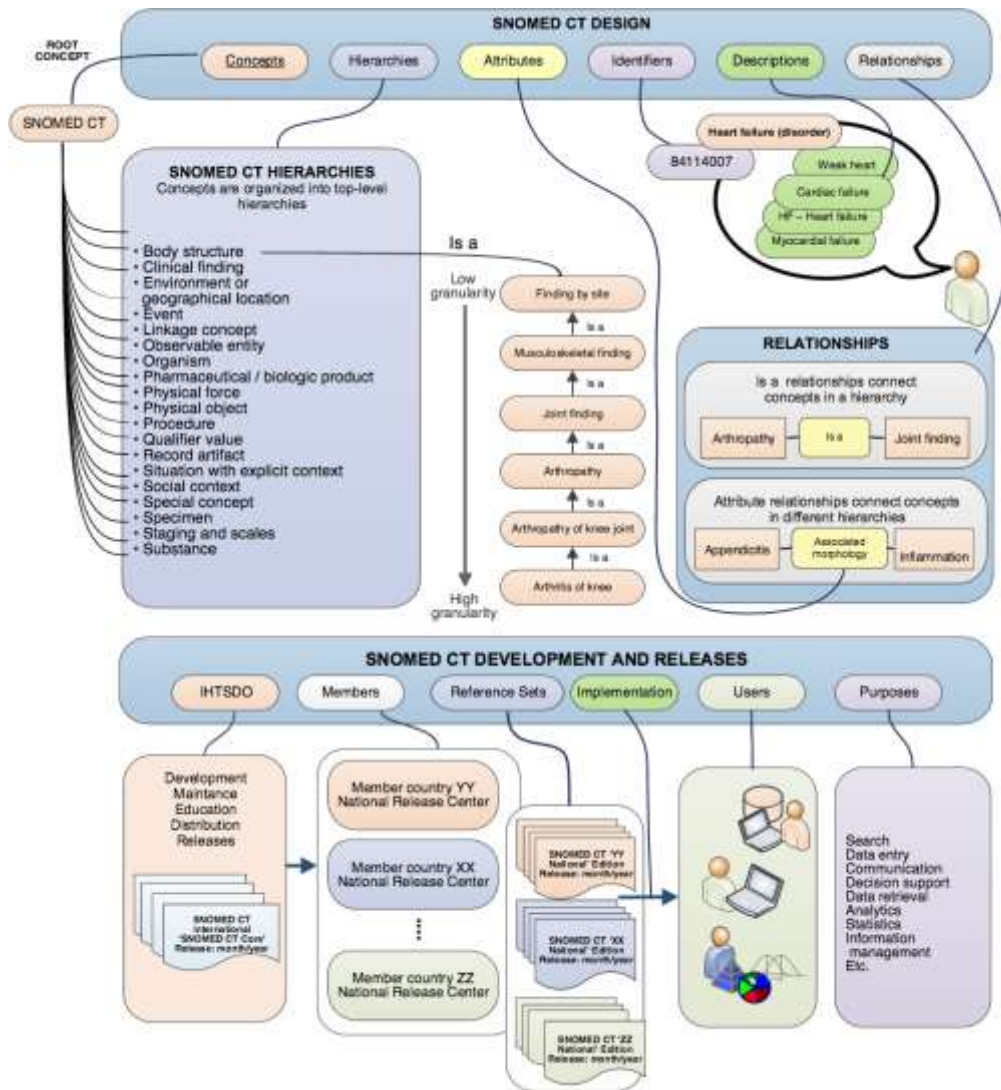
Узагальнена архітектура SNOMED CT
